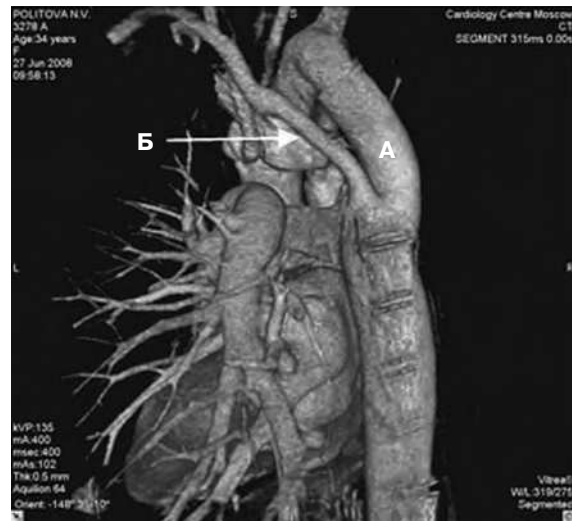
Мультиспиральная компьютерная томография с ангиографией, 3D-реконструкция (через 6 мес после операции). Вид сзади.
